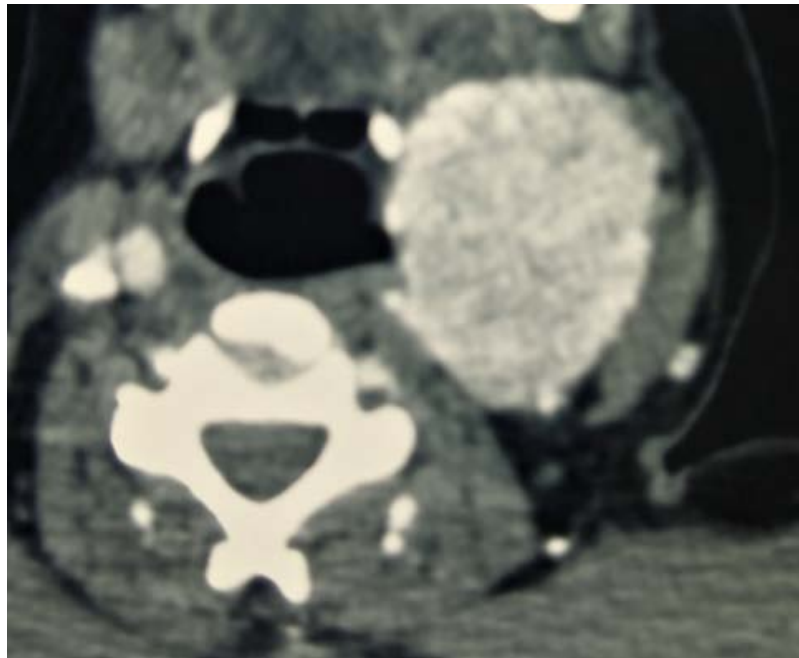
TDM axiale en phase artérielle montrant une volumineuse tumeur du glomus carotidien gauche écartant l'artère carotide interne et externe avec un rehaussement intense en faveur d'un paragangliome carotidien.
